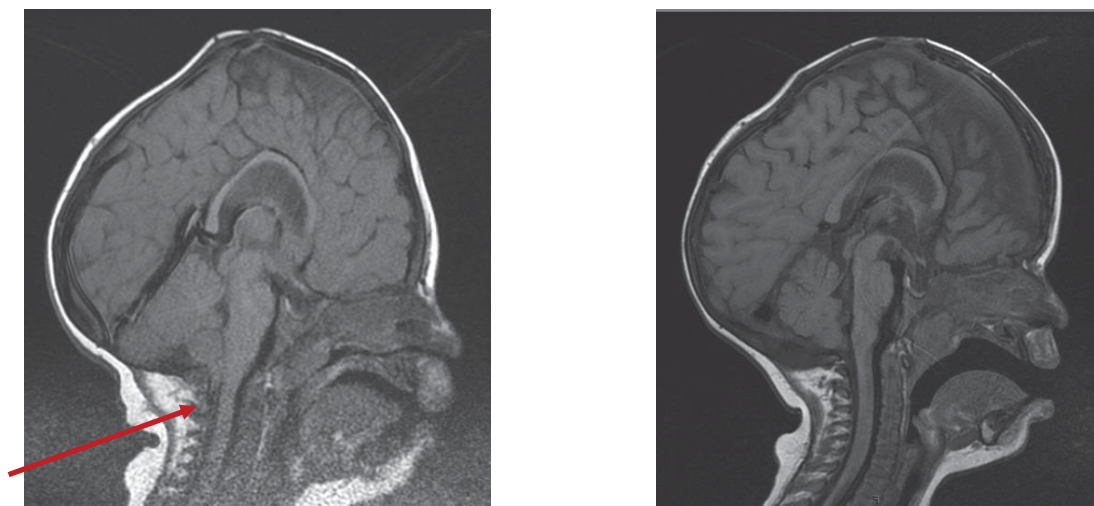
Пациент В, 11 мес. Синдромальная форма краниостеноза. Синдром Крузона Остеотомия костей теменно-затылочной области, декомпрессия краниовертебрального перехода. МРТ перед установкой дистракторов, стрелкой выделена дистопия миндалин мозжечка (А) МРТ через 1 год после дистракционного лечения (Б)
